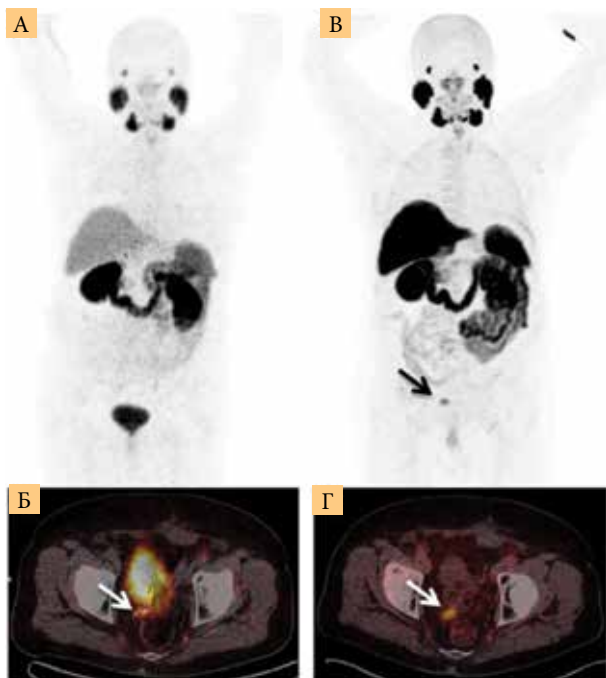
Слева (А и Б) показана ПЭТ/КТ с  $^{68}\text{Ga}$ -ПСМА, справа (В и Г) ПЭТ/КТ с  $^{18}\text{F}$ -ПСМА у одного и того же пациента с биохимическим рецидивом при РПЖ. Стрелками указано патологическое накопление РФЛП в параректальной области, наглядно видна лучшая контрастность накопления при ПЭТ/КТ с  $^{18}\text{F}$ -ПСМА
